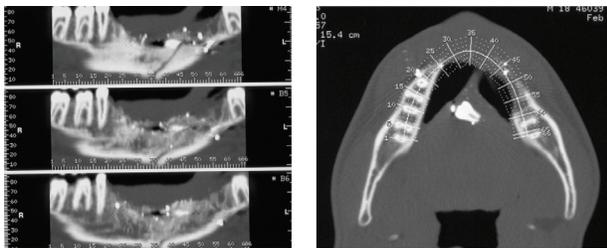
Radiografía panorámica 8 días posteriores a la herida por arma de fuego
